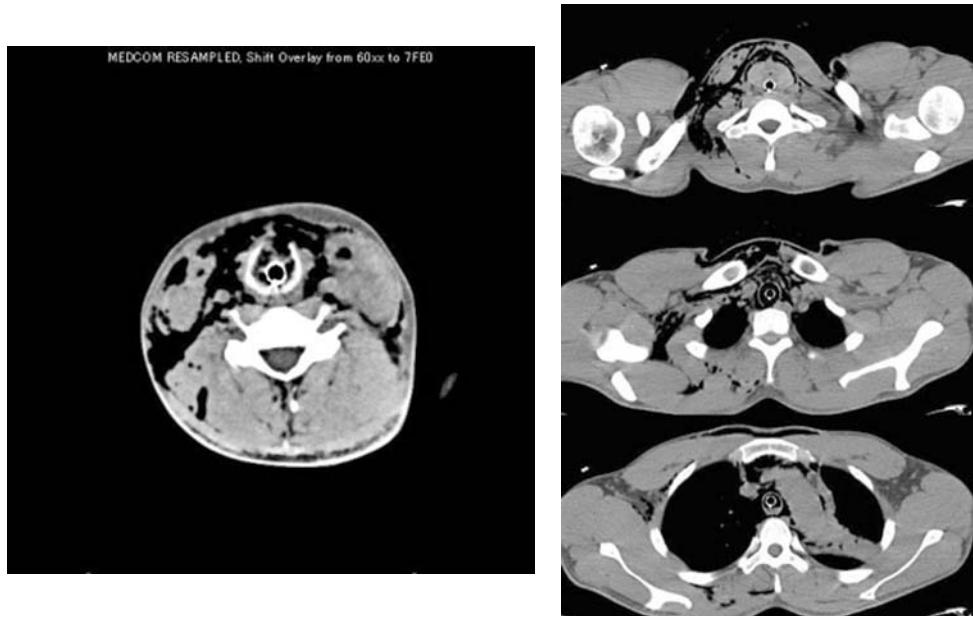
Neck and chest CT show cricoid cartilage injury and extensive subcutaneous emphysema and mediastinal emphysema.
